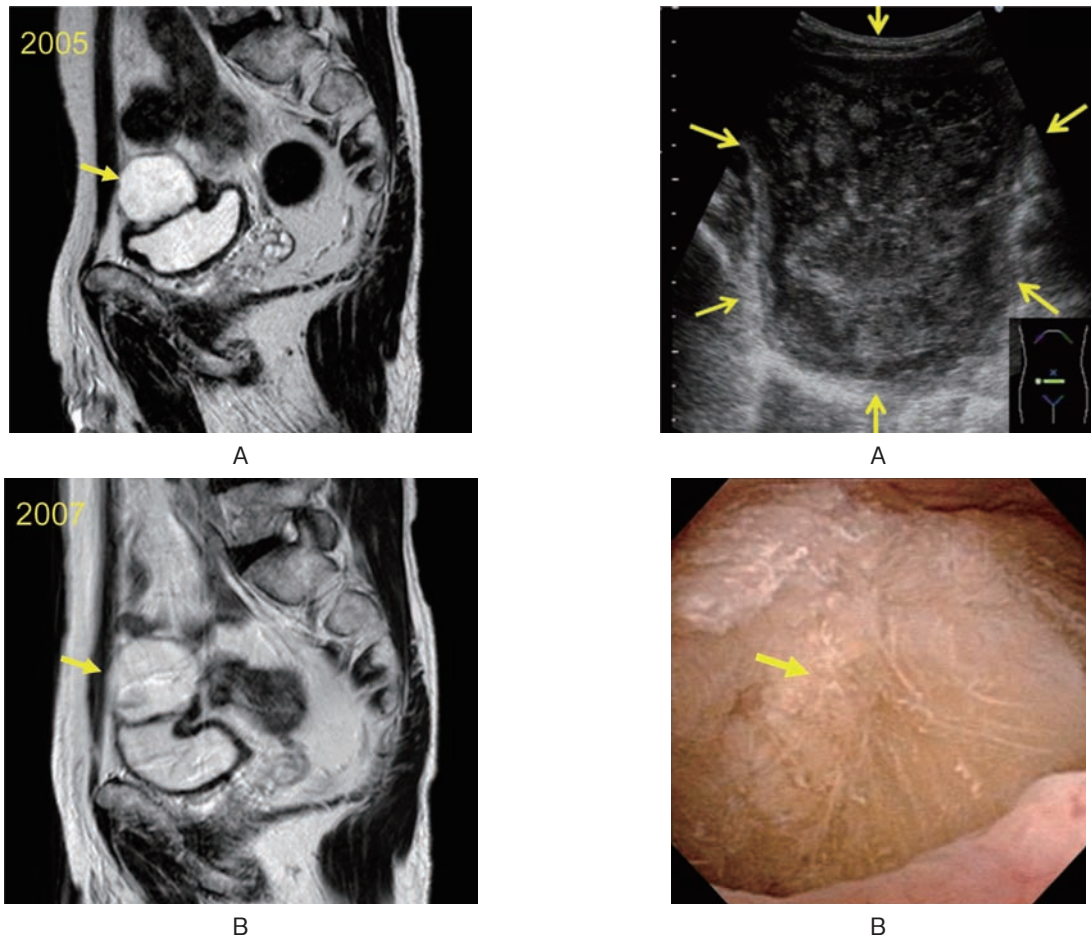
Urachal cyst (arrows) had become enlarged on MRI (T2-weighted) in 2005 (A) and 2007 (B).
